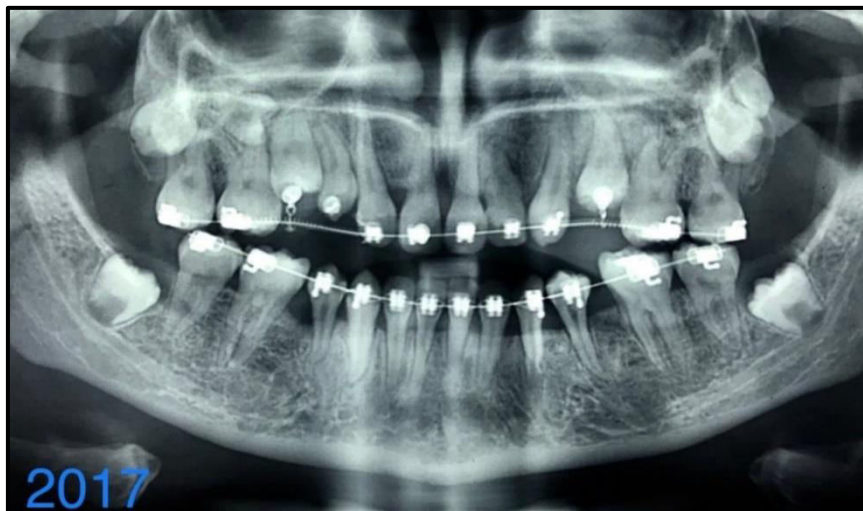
Radiografia panorâmica – Fase pré-finalização.
